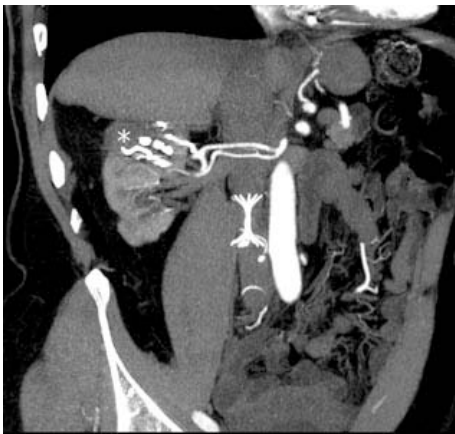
Мультиспиральная компьютерная томография после комплексной абляции опухоли правой почки.
